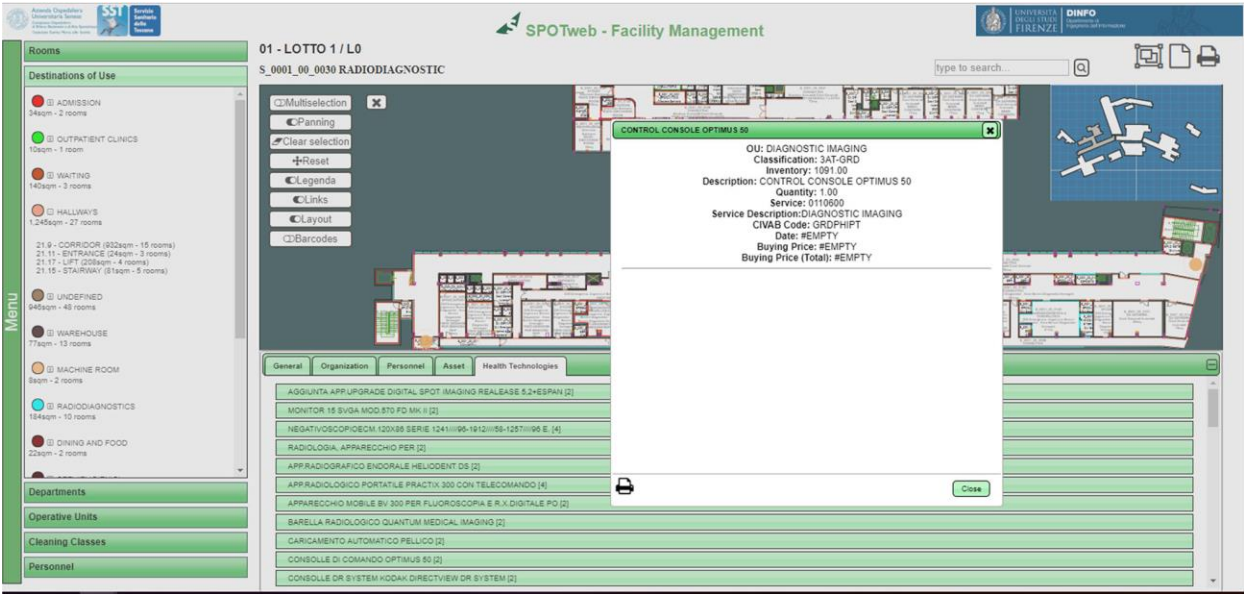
Детальна інформація про консоль керування рентгенодіагностикою для обраного приміщення (Код приміщення: S_0001_00_0030)
